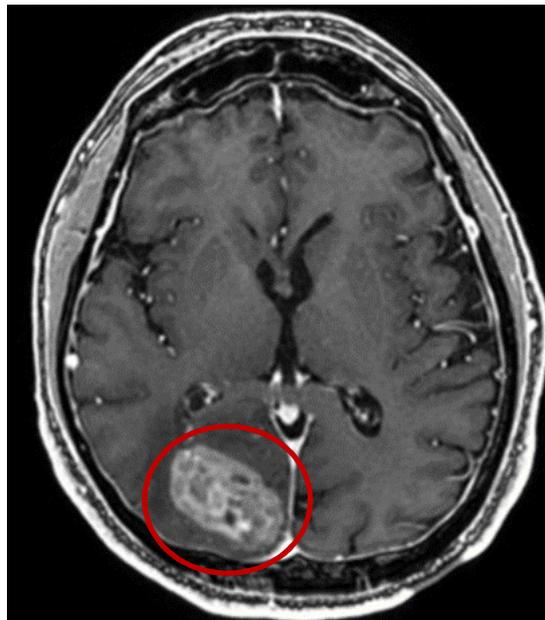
Immagine MRI del glioblastoma multiforme, evidenziato.
